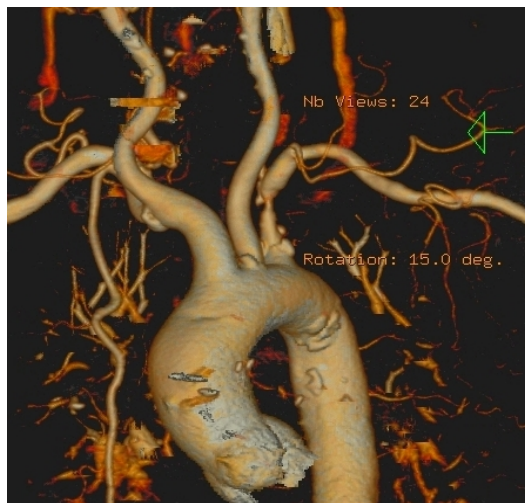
Stenoza arteră subclavie (CT mod arterial) [4]
